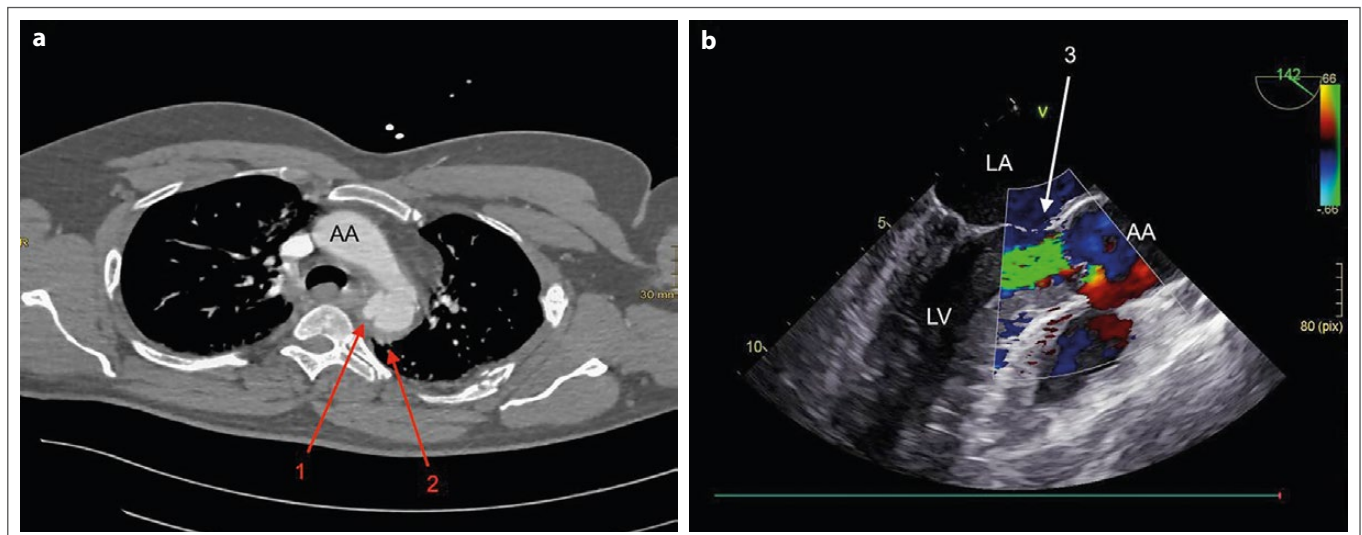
1a: Trauma-CT: AA – Aorta ascendens; 1 – Pseudoaneurysma in loco typico; 2 – beginnendes mediastinales Hämatom, 1b: TEE während TEVAR: LA – linker Vorhof; LV – linker Ventrikel; AA – Aorta ascendens; 3 – hochgradige Aortenklappeninsuffizienz
